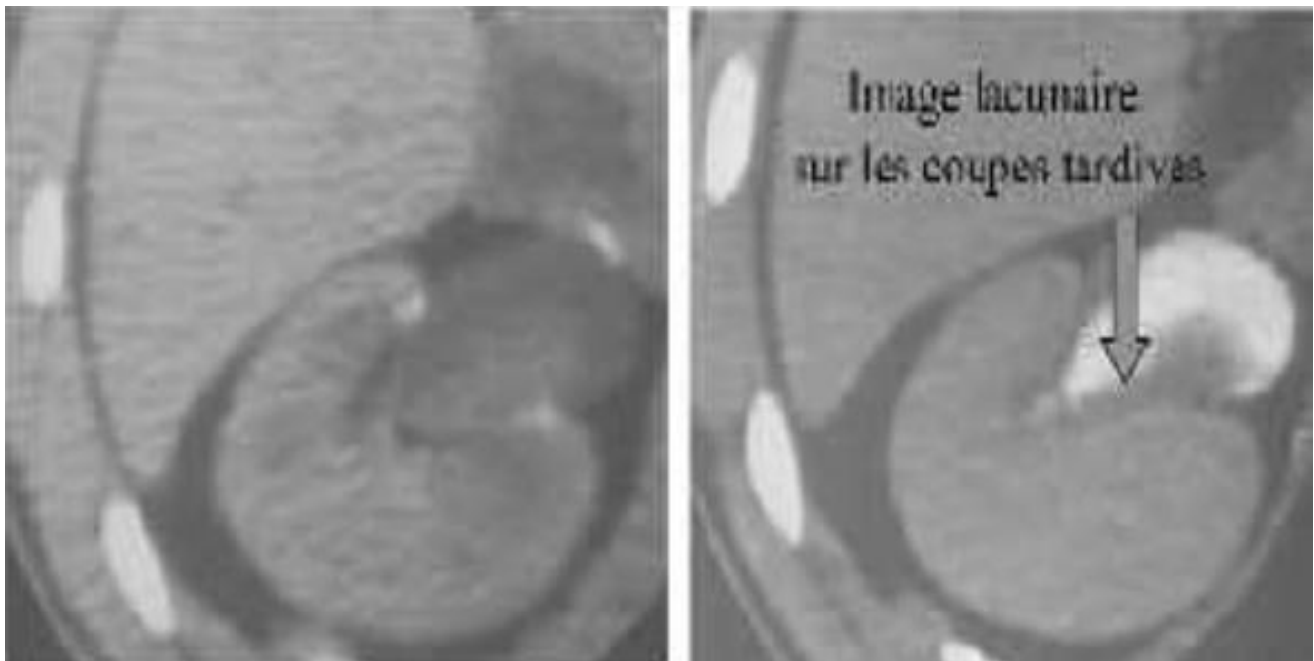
Tumeur pyélique en TDM.
